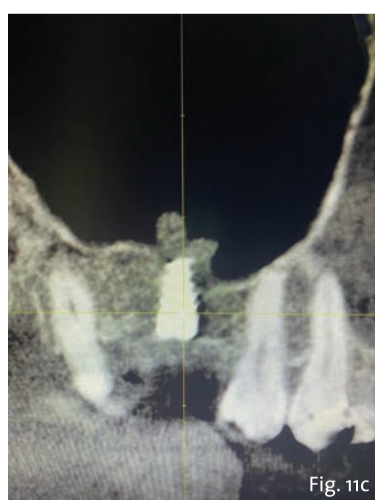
CBCT post operatoria che evidenzia la membrana sinusale intatta.
